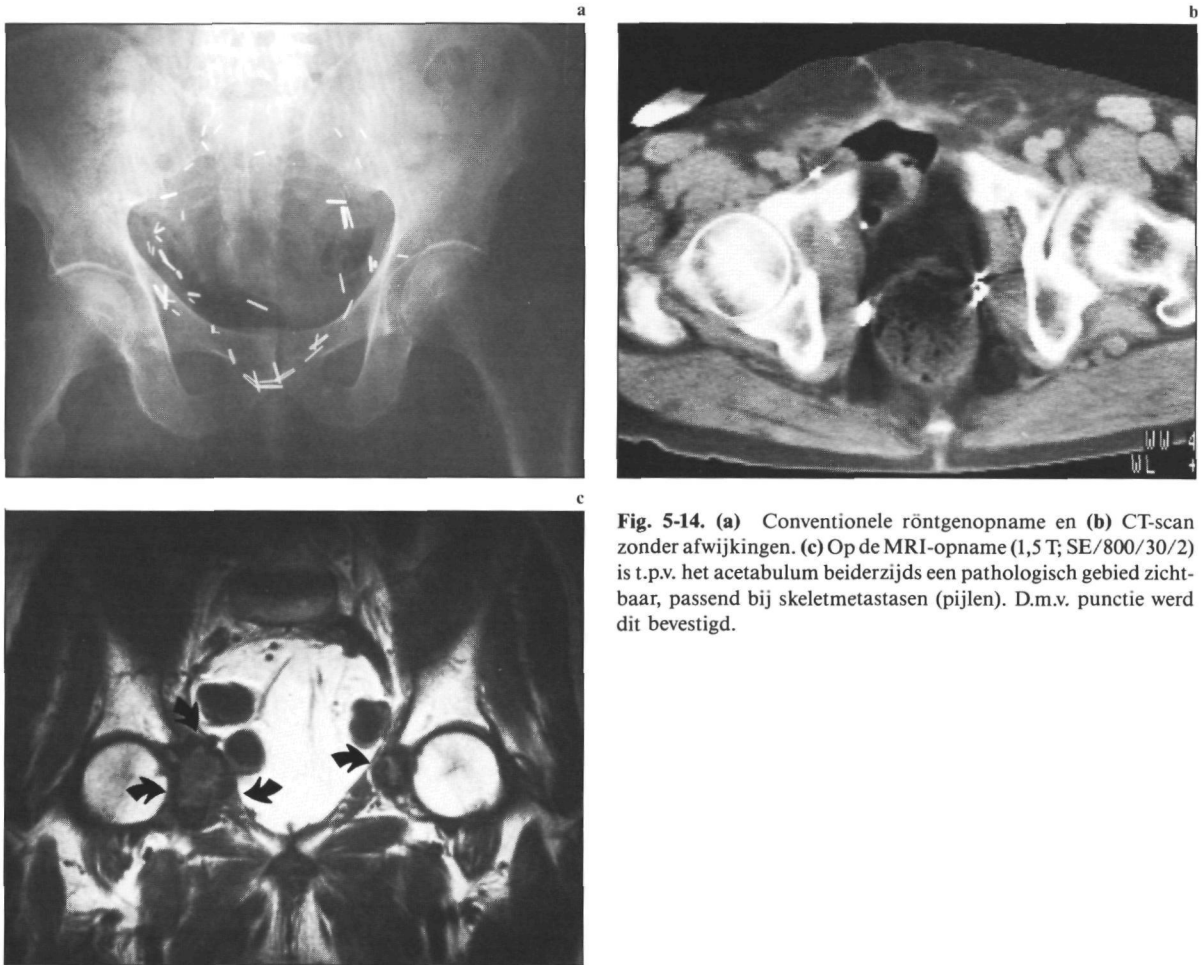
(a) Conventionele röntgenopname en (b) CT-scan zonder afwijkingen. (c) Op de MRI-opname (1,5 T; SE/800/30/2) is t.p.v. het acetabulum beiderzijds een pathologisch gebied zichtbaar, passend bij skeletmetastasen (pijlen). D.m.v. punctie werd dit bevestigd.
